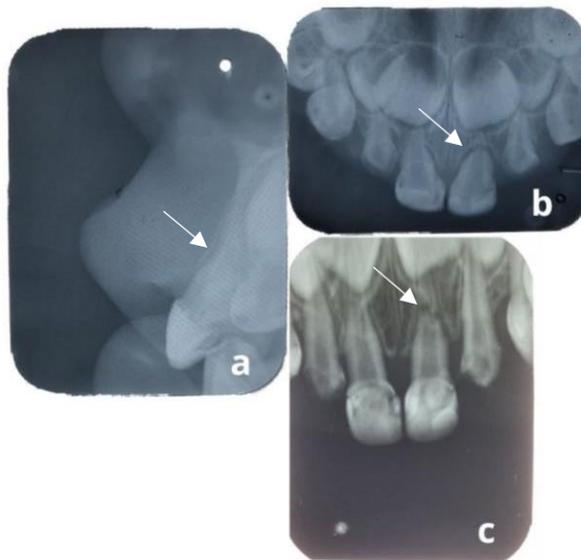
Radiografias iniciais mostrando tábua óssea vestibular delgada (a, seta), linha radiolúcida horizontal no terço apical da raiz do dente 61(b e c, setas), sugerindo fratura radicular no terço apical.
